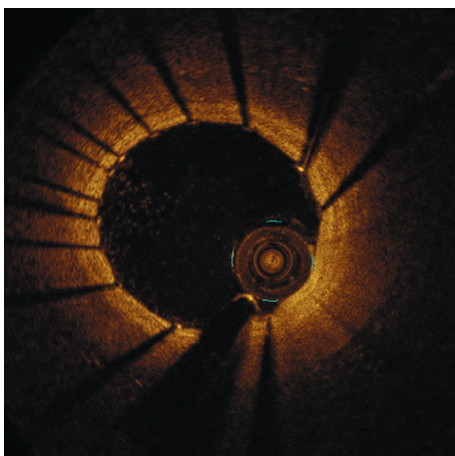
Skrzeplina w tętnicy wieńcowej pacjenta z ostrym zespołem wieńcowym bez uniesienia odcinka ST — obraz optycznej tomografii koherentnej
